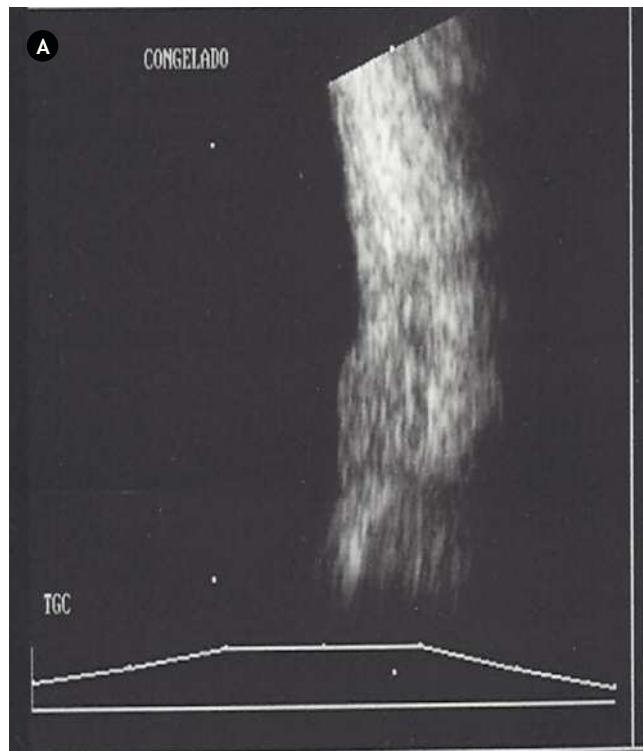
A) y B) Ecografía modo B en la que se encontró la presencia de imágenes puntiformes sólidas confluentes de alta reflectividad localizadas en el plano pre-retiniano sobre la papila, mal limitadas de superficie interna irregular sin patrón vascular, correspondientes a lesiones de masa.
